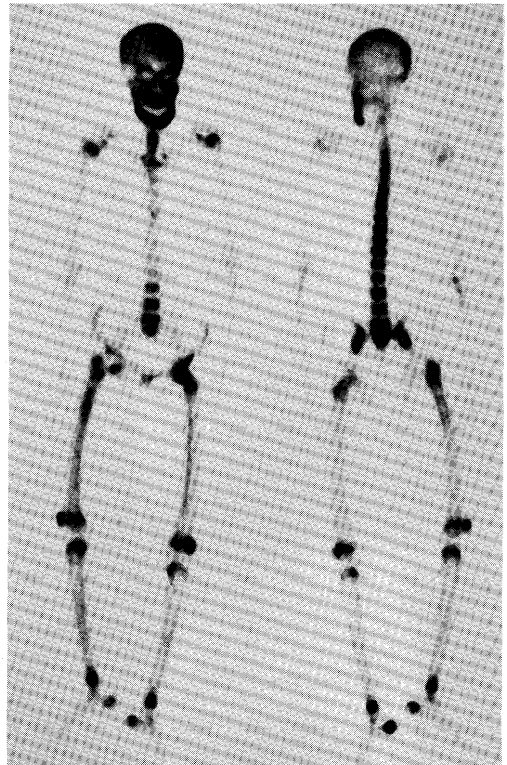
^{99m}Tc -HMDP bone scintigram shows abnormally high uptakes in skull, mandible, spine and lower extremities. Renal images are absent.
